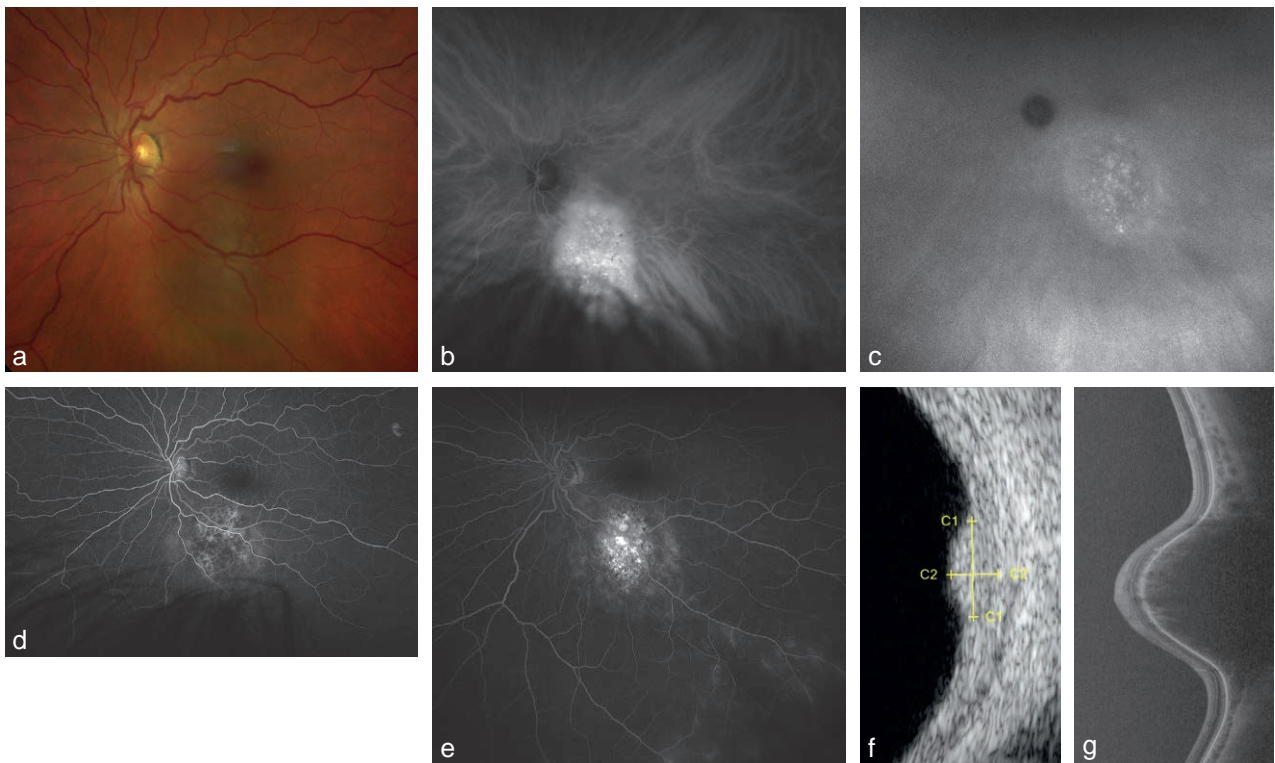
Aide au diagnostic différentiel par l'imagerie multimodale : hémangiome choroïdien. Lésion orangée plus que pigmentée (a). Très hyperfluorescente sur le cliché en ICG avec un wash-out tardif à 35 minutes (b, c). Hyperfluorescence en angiographie à la fluorescéine sans véritable *pin points* (d, e). Hyperéchogénéicité en échographie en mode B (f). En OCT (Silverstone – Optos®), la lésion apparaît dans son entier, hyporéfléctive, choroïdienne sans décollement rétinien associé chez cette patiente de 55 ans asymptomatique (g).
